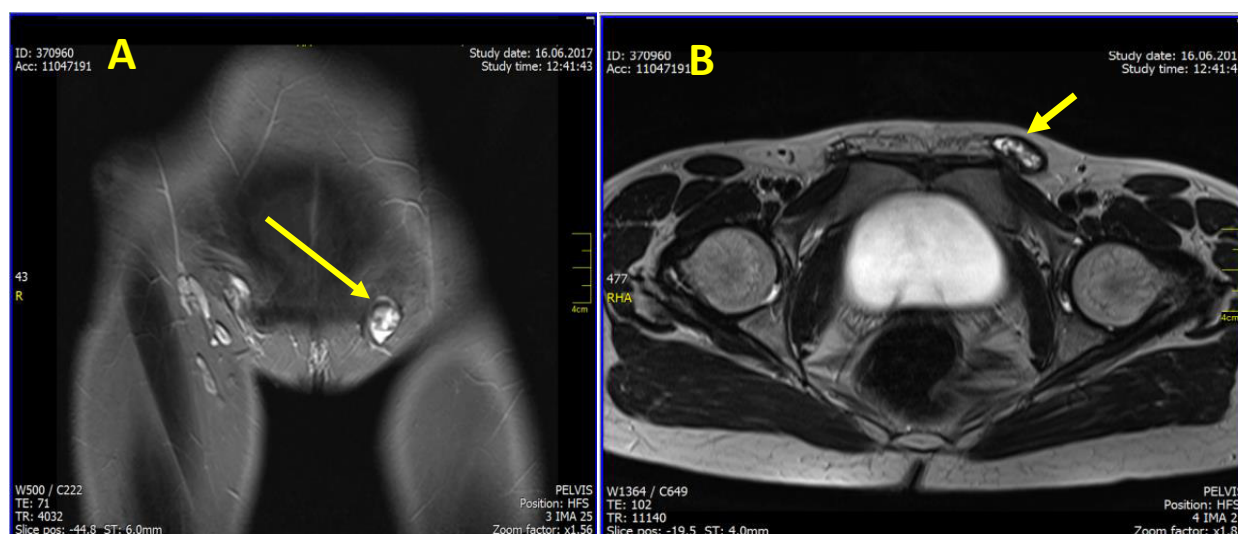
IRM cavității pelvine, secvența în ponderație T2 tse, plan coronal(A) și axial (B). Sindromul MRKH. Ovarul stâng ectopic (poziție extrapelvină), în fosa inghinală stânga
